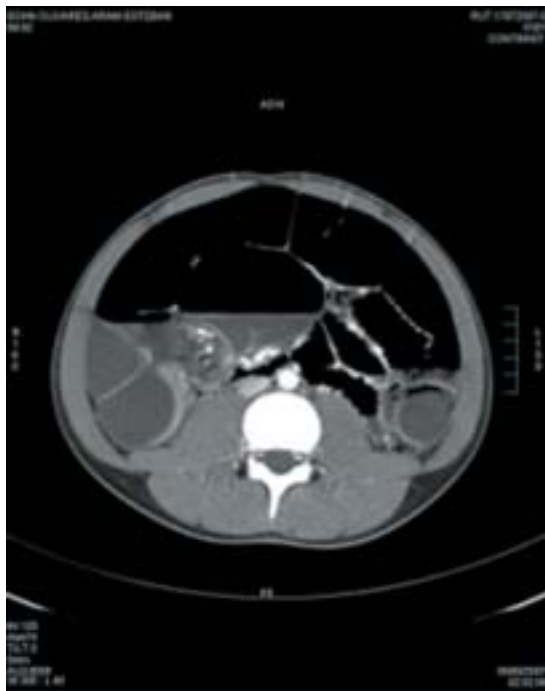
TC de abdomen y pelvis. Dilatación de asas de intestino delgado especialmente en flanco derecho. La flecha identifica una imagen de "remolino" en mesenterio ileal, sugerente de volvulación. El colon esta colapsado.
